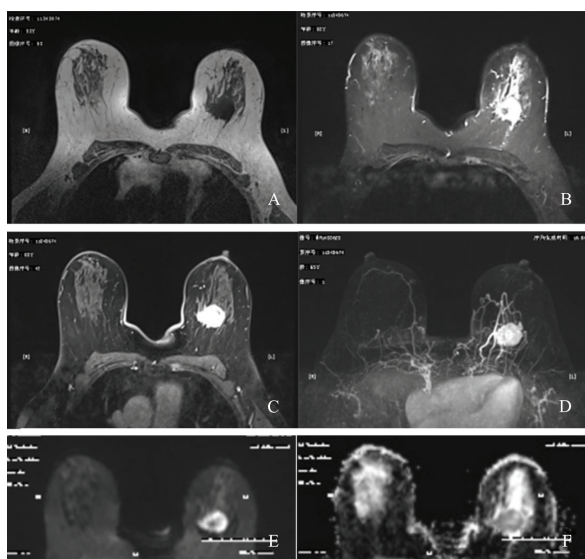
左乳三阴性浸润性导管癌 (III级) MRI表现
